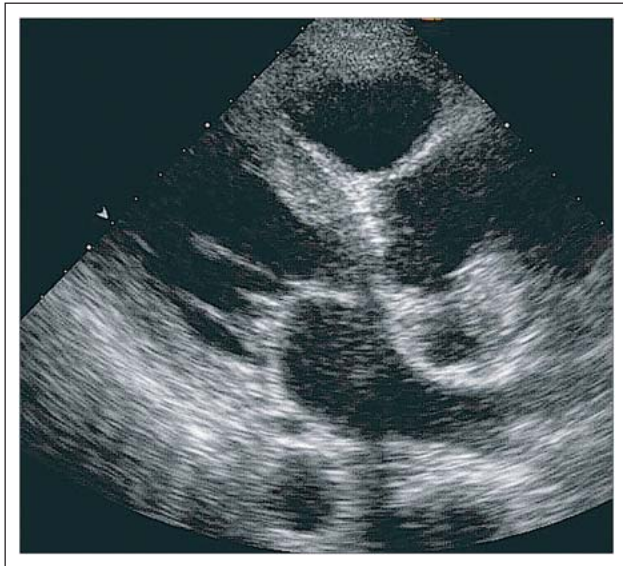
Parasternaler Längsschnitt
